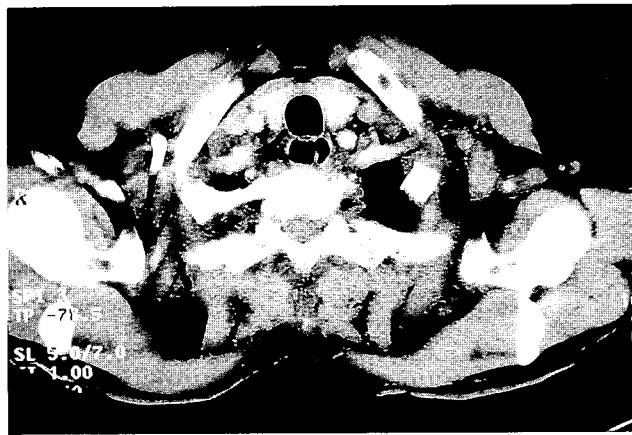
CT scan showing air cavity which is located on the left side of the upper esophagus, and small communication at the level of the inferior thyroid lobe.
